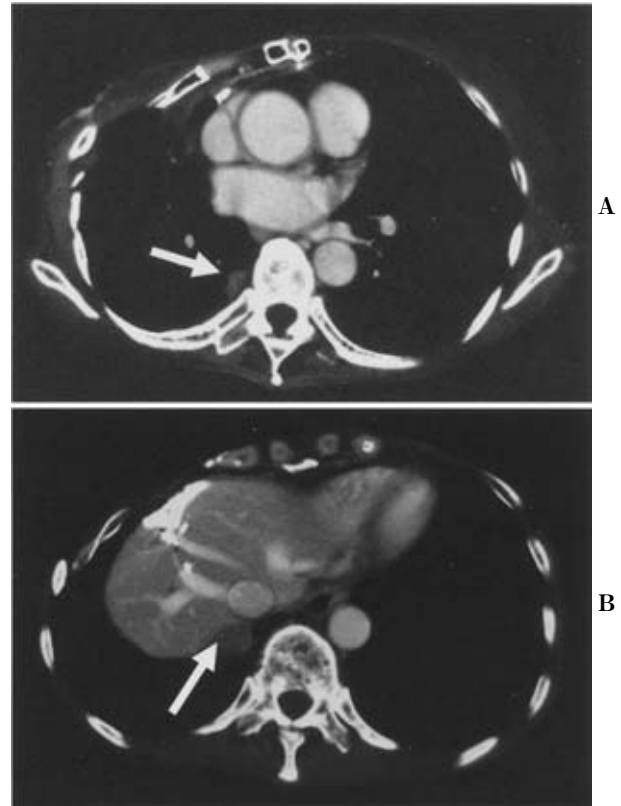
CT in DEC-2005. After 1999, changes were not seen although a tumor was recognized in the right chest wall (arrow in A) and the diaphragm (arrow on B).
